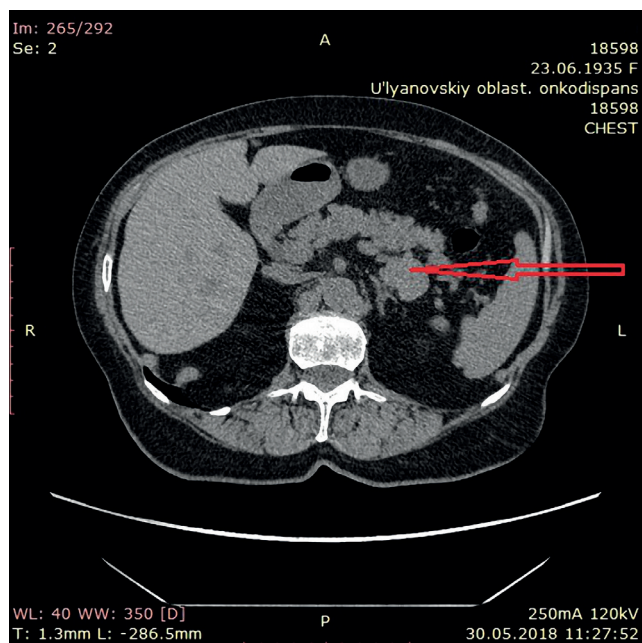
КТ брюшной полости (стрелкой отмечен увеличенный л/узел в области хвоста поджелудочной железы).
